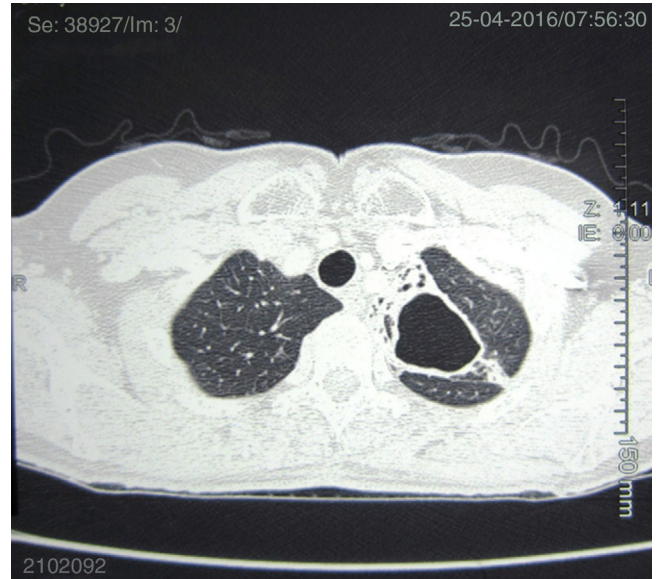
TAC de tórax donde se observa la persistencia de la cavidad sin material hiperdenso en el interior
